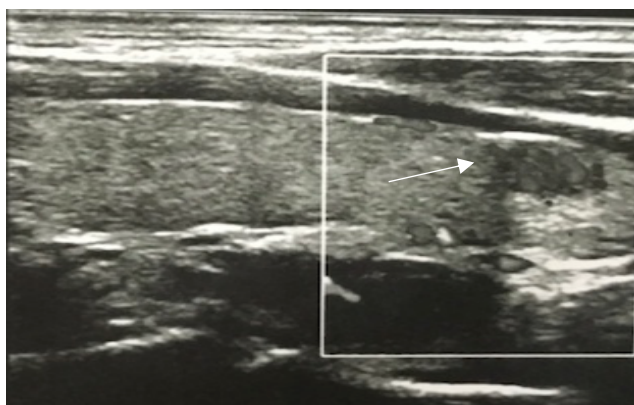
USG de paratireoides do indivíduo II.6. Observa-se imagem hipoeecoaica medindo 14x15 mm de localização retrotireoidiana à esquerda (seta branca).
